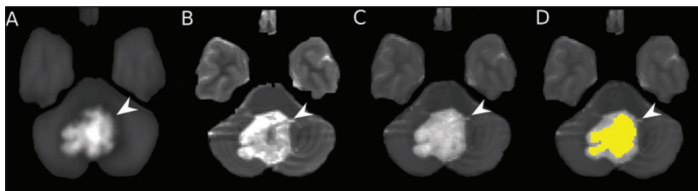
Image registration and ROI creation. Axial HASTE DWI (A) and T1 map (B) of patient 1. Fusion of co-registered HASTE DWI and T1 map (C). ROI creation on co-registered images (D)
